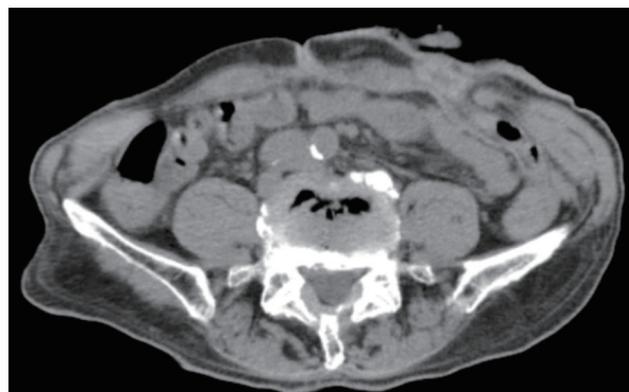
術後 2 ヶ月目の腹部 CT 検査: ヘルニアの再発を認めない。
